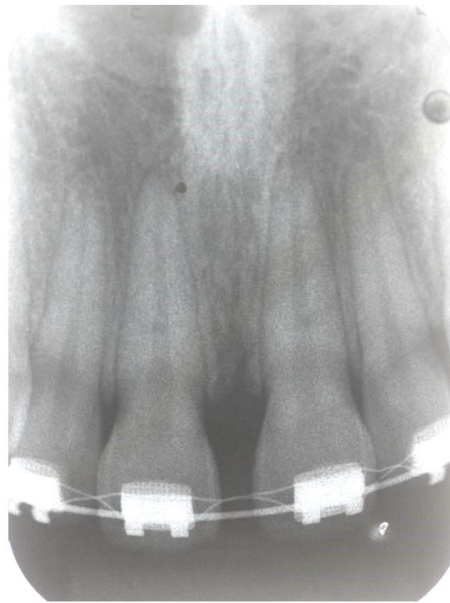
Rx periapical da região de incisivos centrais superiores mostrando a presença de fenda na crista alveolar interincisivos.
